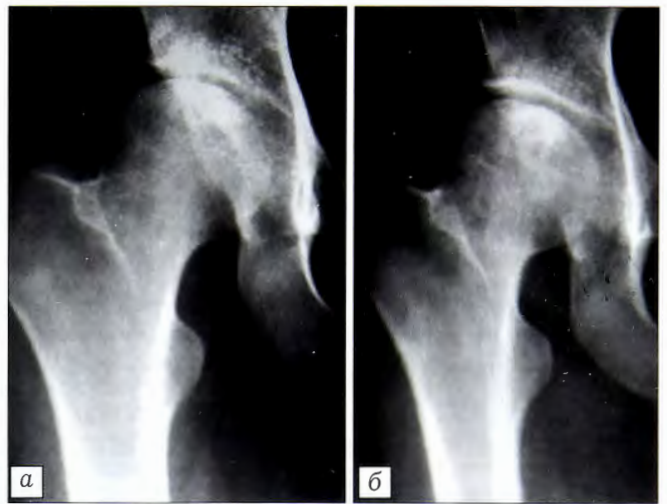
Рентгенограммы пациента К. 38 лет с АНГБК IIB стадии.
